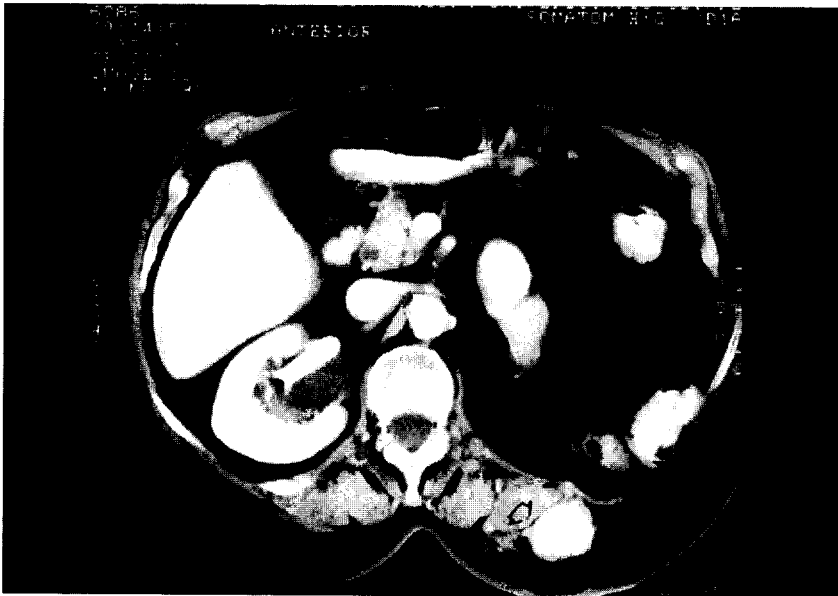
«Recidiva de neo renal». Nefrectomía renal izquierda por tumor hace 8 años. En TC de seguimiento, masa hipervascular (flecha) paralumbar. Punción citológica con Ca. de cels. renales.
